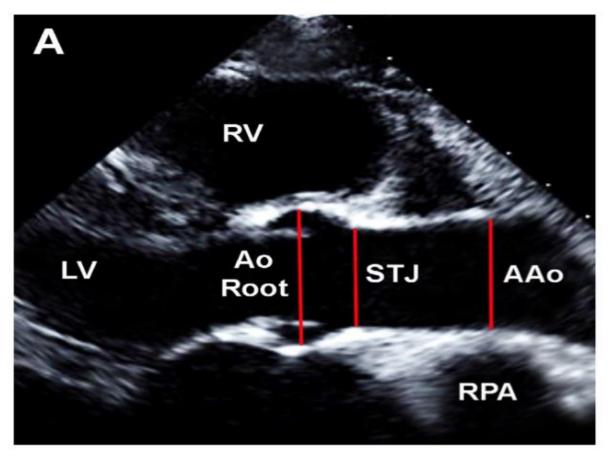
Aortic root (Ao Root), sinotubular junction (STJ), and ascending aorta (AAo) diameters in a parasternal long-axis view at mid-systole. *LV*, Left ventricle; *RPA*, right pulmonary artery; *RV*, right ventricle.
